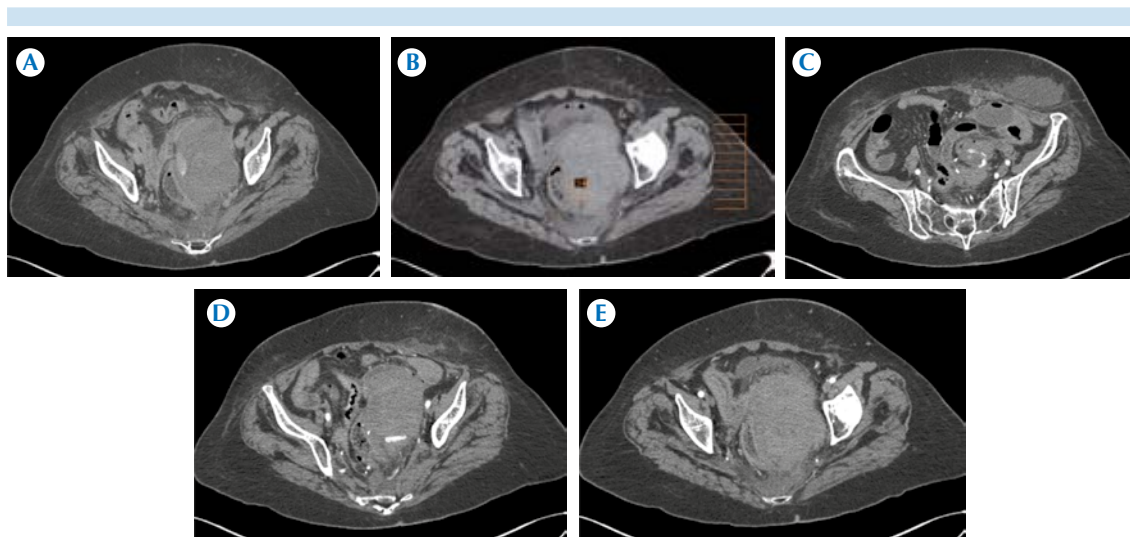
Caso 12. Mujer de 77 años con estatus postoperatorio por anastomosis sigmoidea. Tomografía con contraste intravenoso por sospecha clínica de dehiscencia; imágenes axiales, en la fase simple A) área de hiperdensidad B) en relación con signo del coágulo centinela, con hematoma pélvico izquierdo con patrón de atenuación de 54 UH y que C-E) después del contraste intravenoso demuestra reforzamiento heterogéneo del hematoma, con hemoperitoneo y extravasación activa del contraste intravenoso en el hematoma pélvico izquierdo.
